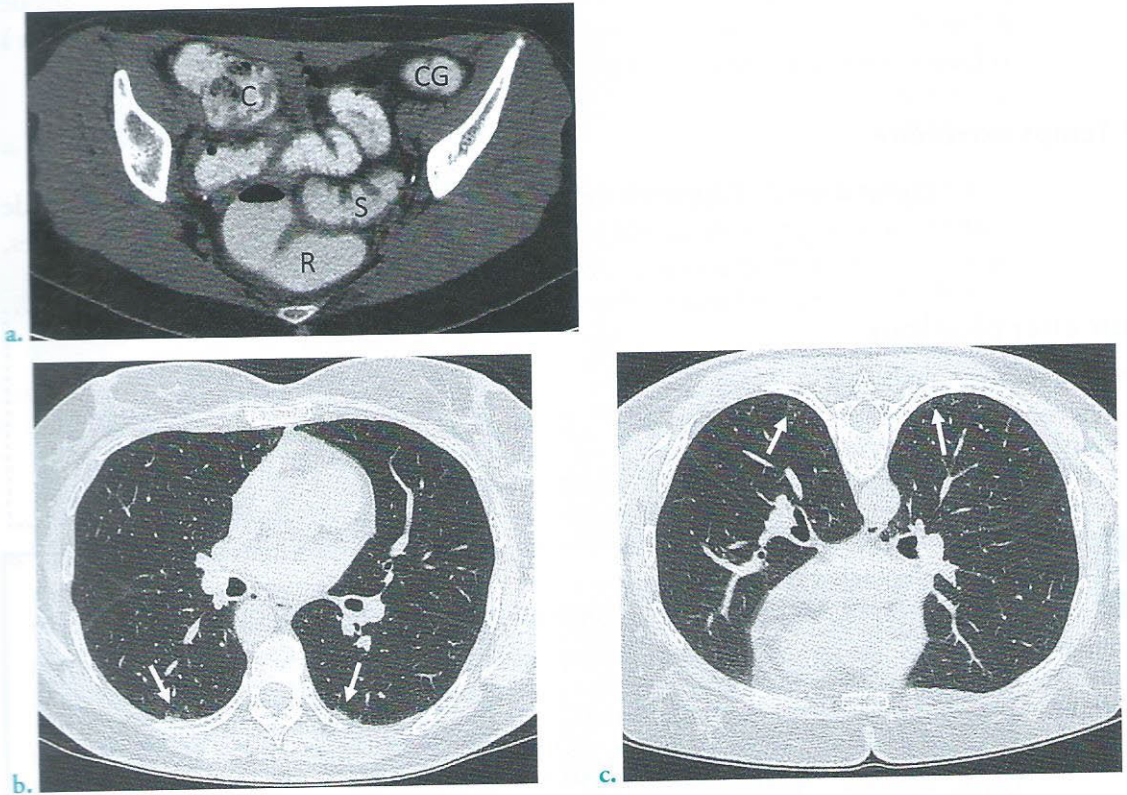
Exemples d'autres modalités d'acquisition TDM
